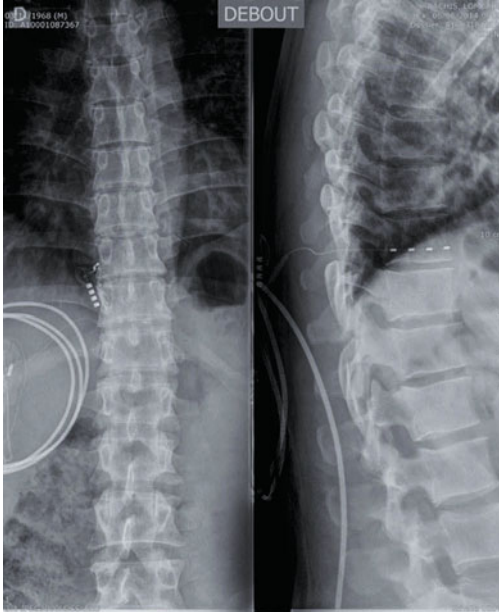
Radiographie de face et de profil d'une électrode stimulant le nerf splanchnique dans le cadre d'une douleur abdominale postchirurgicale.
